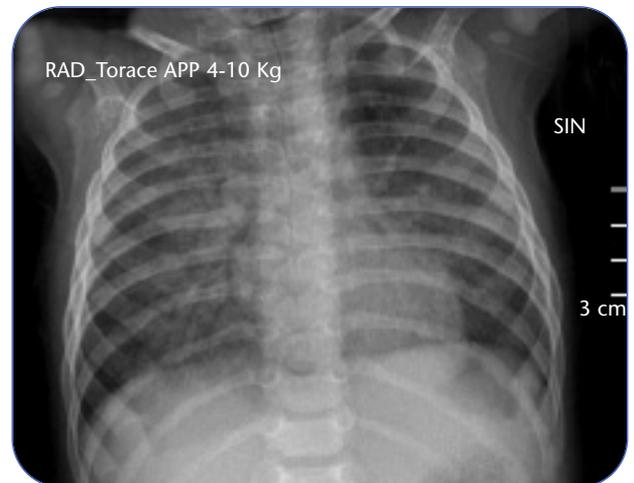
Radiografia del torace.
